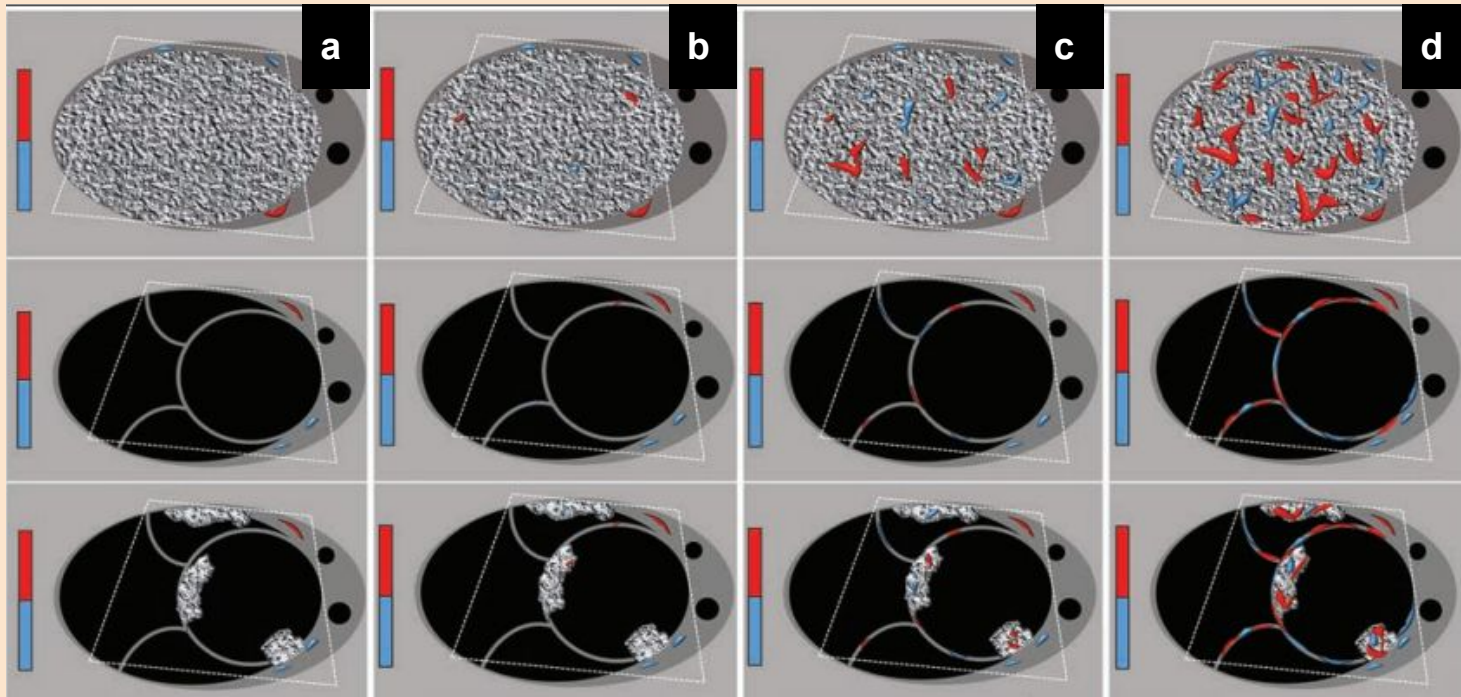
Score de color para O-RADS de ecografía: a) Score de color 1: Sin vascularización. b) Score de color 2: Mínima vascularización. c) Score de color 3: Moderada vascularización. d) Score de color 4: Importante vascularización.
